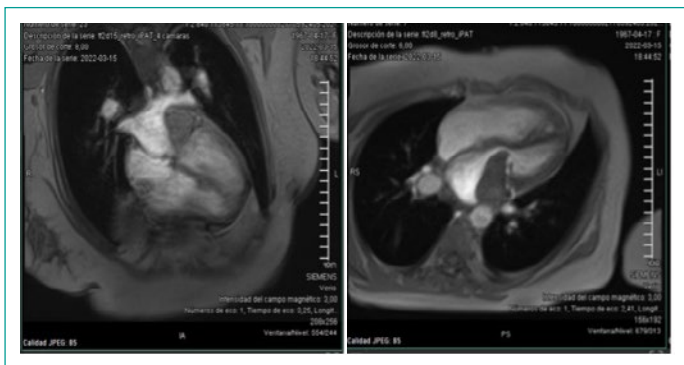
Resonancia magnética cardíaca con evidencia de tumor en aurícula izquierda de densidad heterogénea, hiperintenso en T1 y T2, con captación de medio de contraste y reforzamiento tardío heterogéneo, compatible con sarcoma.
